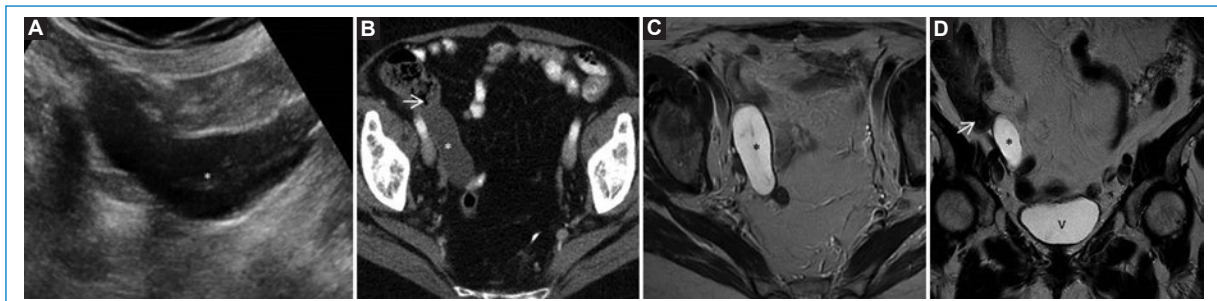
Mucocoele apendicular. Mujer de 68 años con sospecha de tumoración anexial derecha en la ecografía transvaginal. La ecografía abdominal muestra una imagen fusiforme, tubular (asterisco), localizada en la fosa ilíaca derecha, con contenido anecoico, de probable dependencia cecal (A). En la TC abdominopélvica con contraste se evidencia la dependencia cecal de dicha tumoración (B). En la RM pélvica se muestra hiperintensa en las secuencias axial (C) y coronal (D). La flecha indica el ciego y la punta de flecha señala la arteria ilíaca externa. v: vejiga.
